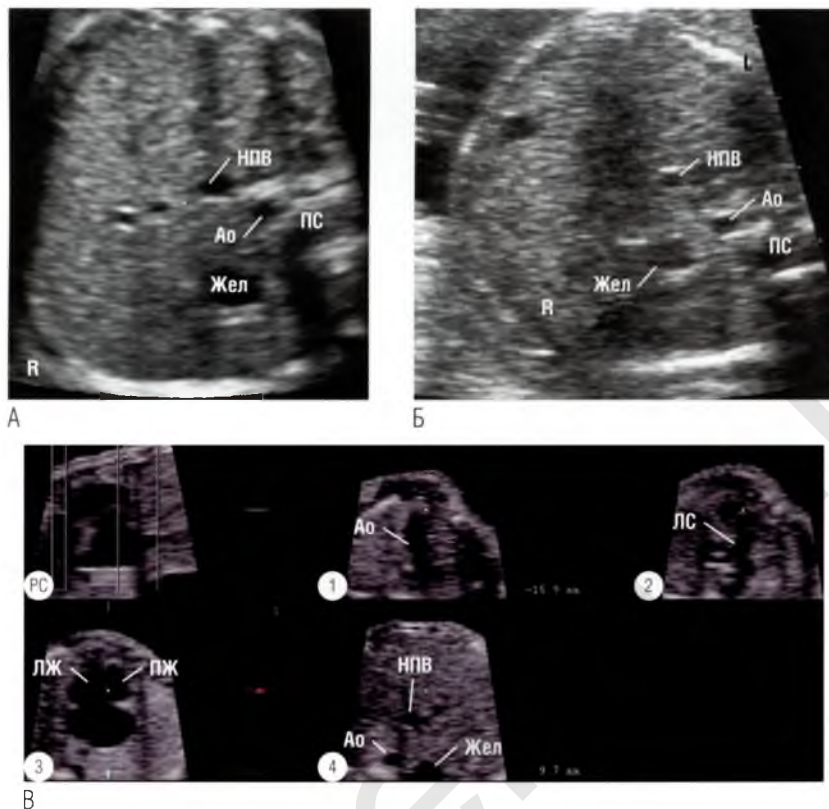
(А, Б) Срезы сосудов брюшной полости в поперечном сечении. Желудок (Жел) располагается справа, однако на срезе в четырехкамерной позиции сердце обращено вершущкой влево. Аорта (Ао) и нижняя полая вена (НПВ) лежат необычно — слева от срединной линии тела и близко друг к другу (сравните с рис. 4.7). При таком расположении возникают подозрения на правый изомеризм предсердных ушек. (В) Серия из четырех параллельных томографических ультразвуковых срезов. На срезе ④ аорта и нижняя полая вена расположены на одной стороне, противоположной положению желудка, который располагается слева. На срезе в четырехкамерной позиции ③ выявлен большой дефект предсердно-желудочковой перегородки. Легочный ствол (ЛС) на срезе ② отходит от правого желудочка (ПЖ) ниже, чем аорта, которая берет начало также из правого желудочка ①. Диаметр легочного ствола меньше диаметра аорты, что свидетельствует о стенозе легочной артерии. Такое сочетание патологических изменений характерно для правого изомеризма предсердных ушек. ►
